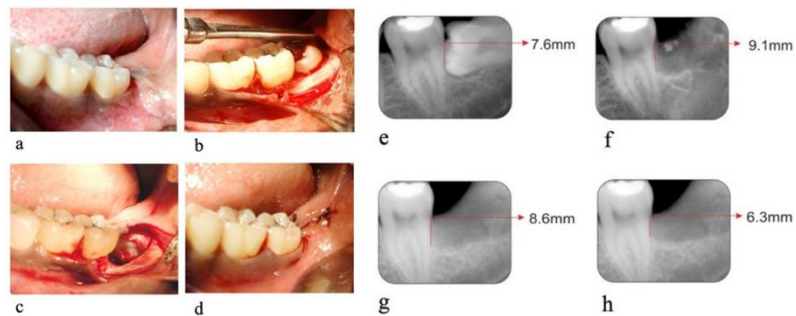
Sitio control (a) Fotografía preoperatoria, (b) Diente impactado expuesto, (c) Alvéolo de extracción en la cara distal del segundo molar, (d) Cierre primario del alveolo, (e) Radiografía preoperatoria, (f) Radiografía el día de la retirada de la sutura, (g) Radiografía del día 90, (h) Radiografía del día 180.(9)
